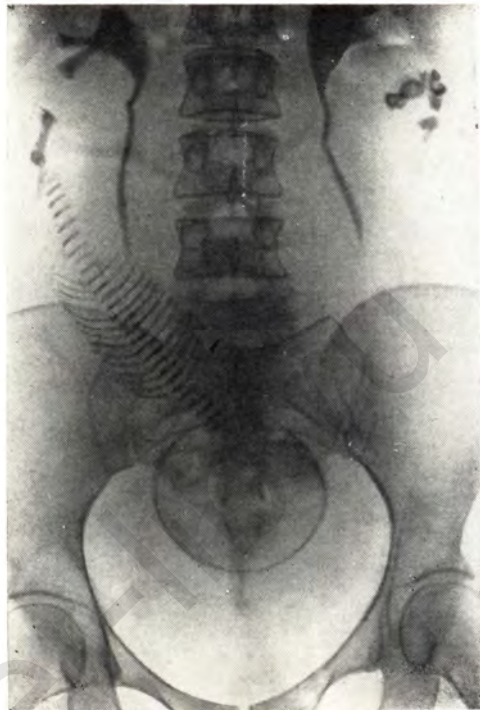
Прямая рентгенограмма живота. Тень скелета одного небольшого плода в головном предлежании, вторая позиция. В подреберье с обеих сторон неправильной формы, костной плотности тени от зубов. Двусторонняя дермоидная киста и беременность.
